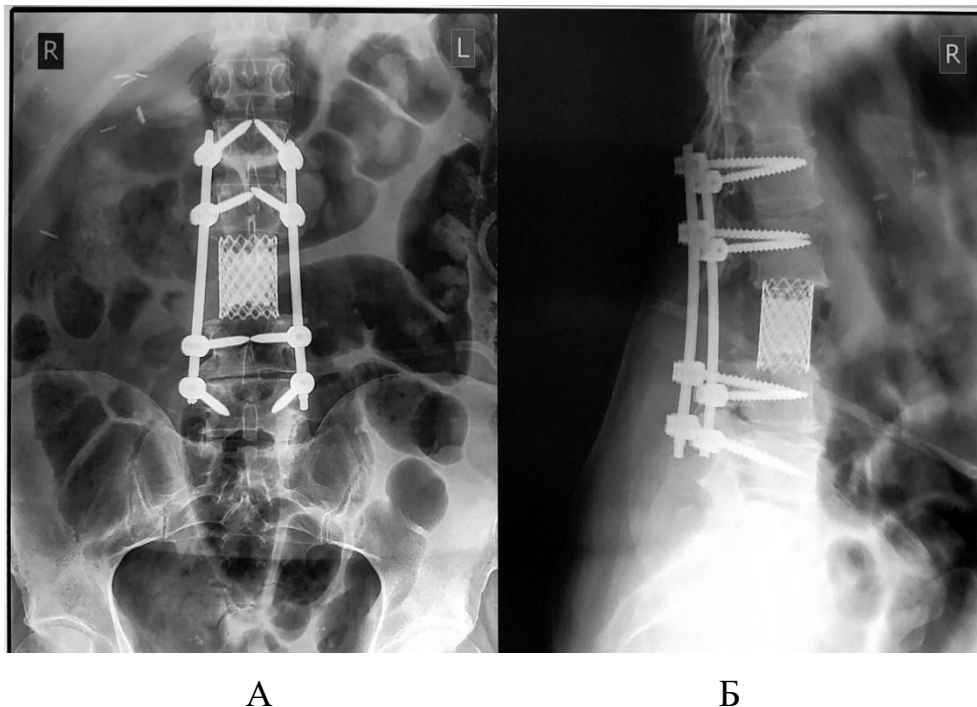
Рентгенограммы в прямой (А) и боковой (Б) проекциях пациентки Л., 56 лет, после 2-го этапа оперативного лечения. Корпорэктомия L3 позвонка, передний спондилодез L2-L4 мешем с костным цементом
